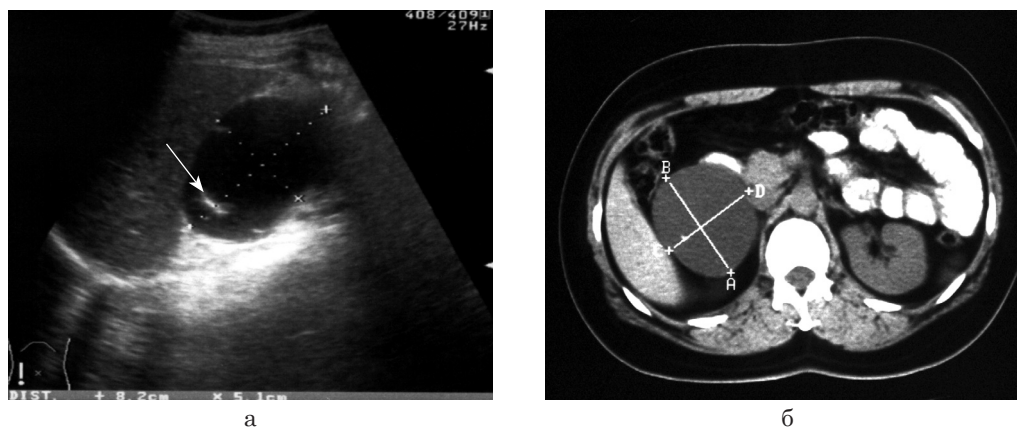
а (УЗИ), б (РКТ) больной Н., 45 лет.
